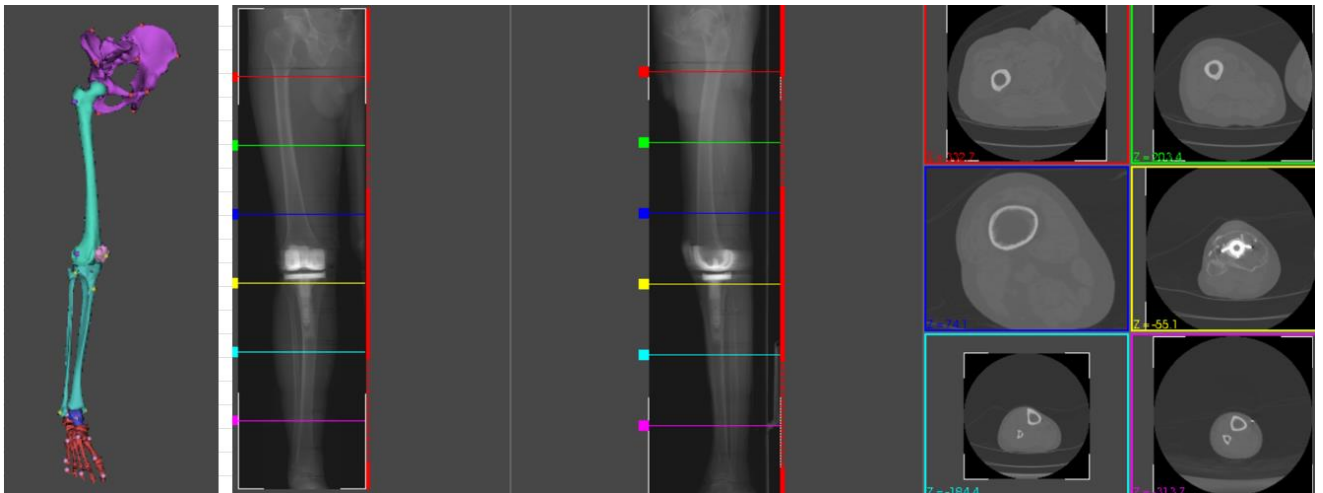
Posizionamento dei markers utilizzando immagini RMN
